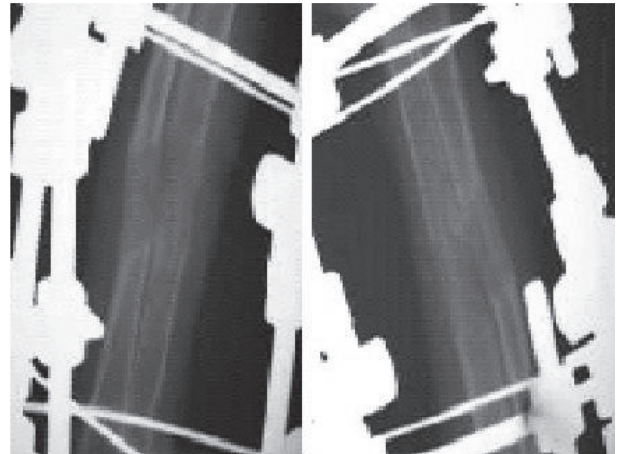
Рентгенограмма правого предплечья кролика 10 суток фиксации: а – прямая проекция, б – боковая проекция (группа вне БАТ). Кролик № 22.
